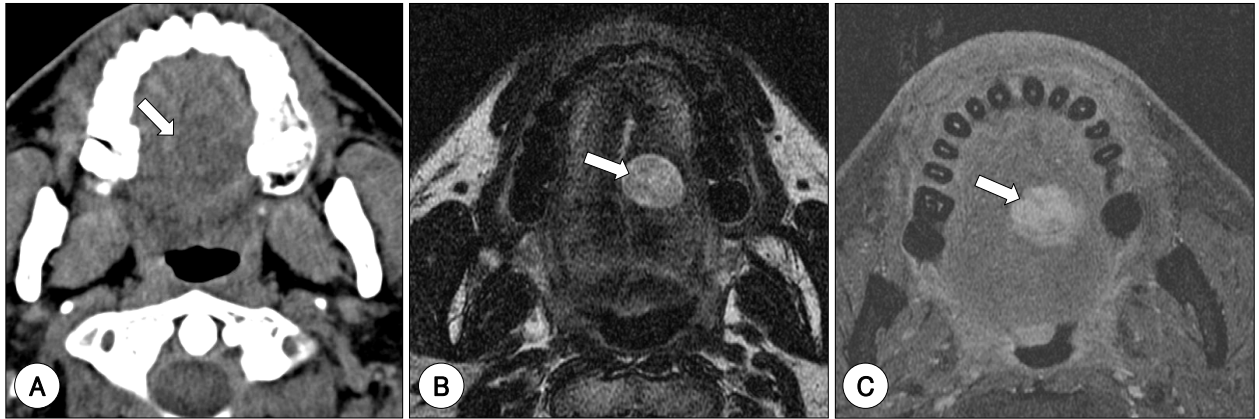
Preoperative imaging studies. A : A hypoattenuating mass (white arrow) visualized in the middle portion of left tongue with contrast enhanced CT, but it has no definite borderline around the mass. B : It has hyperintense signal to that of tongue muscles on T2-weighted images of MRI and it has relatively well-defined margin. C : It shows moderate enhancement on the post-contrast T1-weighted images suggesting Schwannoma or nerve sheath origin tumor.
